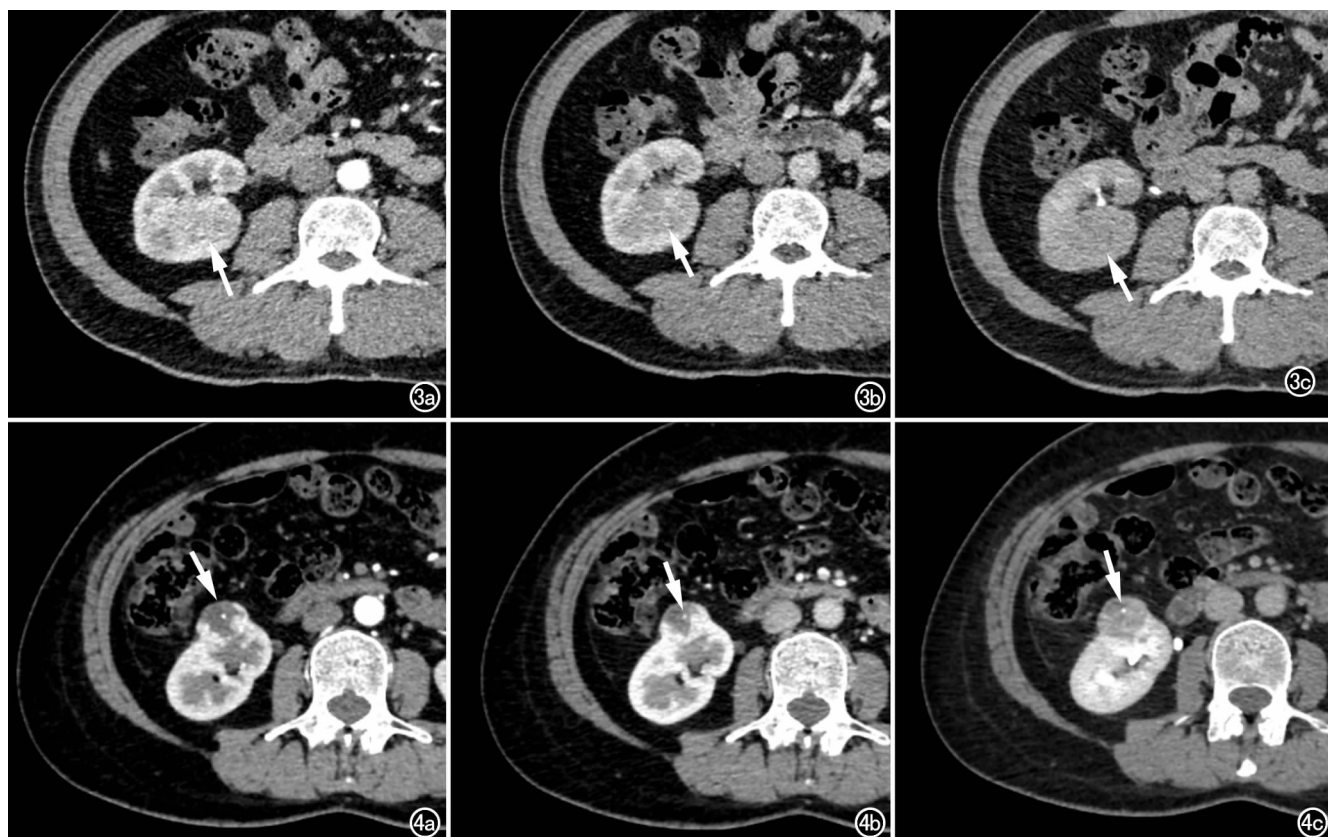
男, 47 岁, CCRCC。a) CT 增强扫描皮质期示病灶完全位于右肾中份后部肾实质内, 边界欠清晰, 不均匀强化(箭); b) CT 增强扫描髓质期, 病灶强化减弱(箭); c) CT 增强扫描肾盂期病灶密度低于周围肾实质, 累及肾盂(箭)。图 4 女, 52 岁, CCRCC。a) CT 增强扫描皮质期示病灶位于右肾中份前缘(箭), 突出肾实质, 边缘明显强化, 中心可见小点状致密影; b) CT 增强扫描髓质期, 病灶边缘明显强化, 中心小点状致密影未见明显变化(箭); c) CT 增强扫描肾盂期示病灶边缘强化明显减低, 中心仍可见小点状致密影(箭)。中心致密影三期测值均 $>170\text{HU}$, 为小点状钙化灶。
